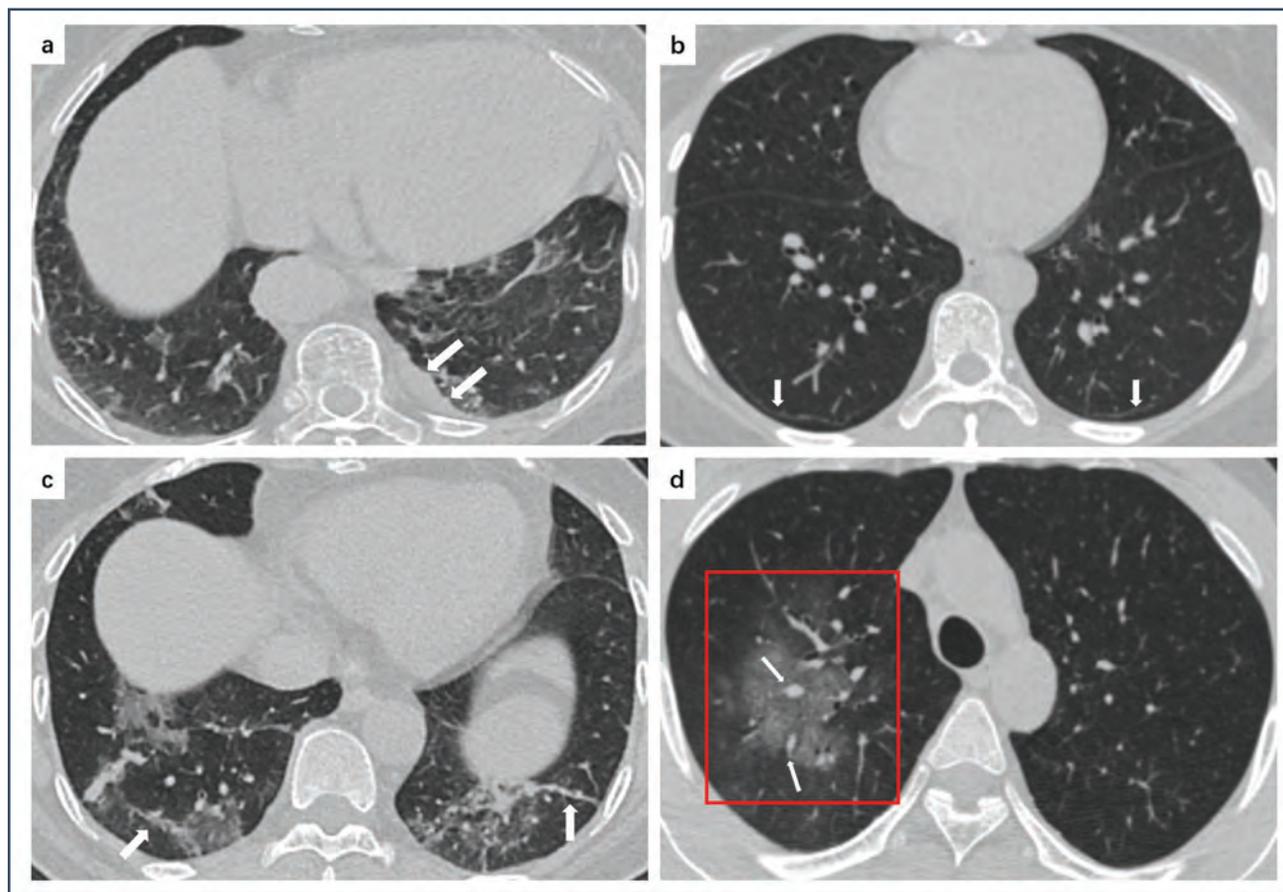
A, 80-летняя пациентка с COVID-19, с лихорадкой в течение 7 дней. КТ показывает утолщение плевры левого легкого (белые стрелки). B, 43-летняя пациентка с COVID-19, с лихорадкой и ознобом в течение 5 дней. КТ показывает субплевральные линии (белые стрелки) в нижних долях обоих легких. C, 66-летняя пациентка с COVID-19, с кашлем и миалгией в течение 7 дней. КТ показывает двусторонний симптом «матового стекла» и волокнистые полосы (белые стрелки) в нижней доле левого легкого. D, 35-летний пациент с COVID-19, с лихорадкой и головной болью в течение 1 дня. КТ показывает большую область «матового стекла» (красная рамка) в верхней доле правого легкого с множественными небольшими расширениями сосудов (белые стрелки).
